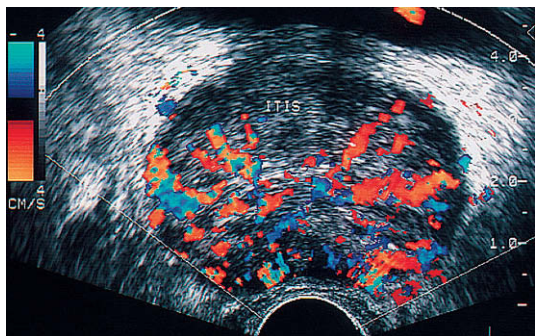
Prostatitis. Imagen Doppler color de una prostatitis difusa en la que se aprecia un intenso incremento del flujo en toda la glándula.
